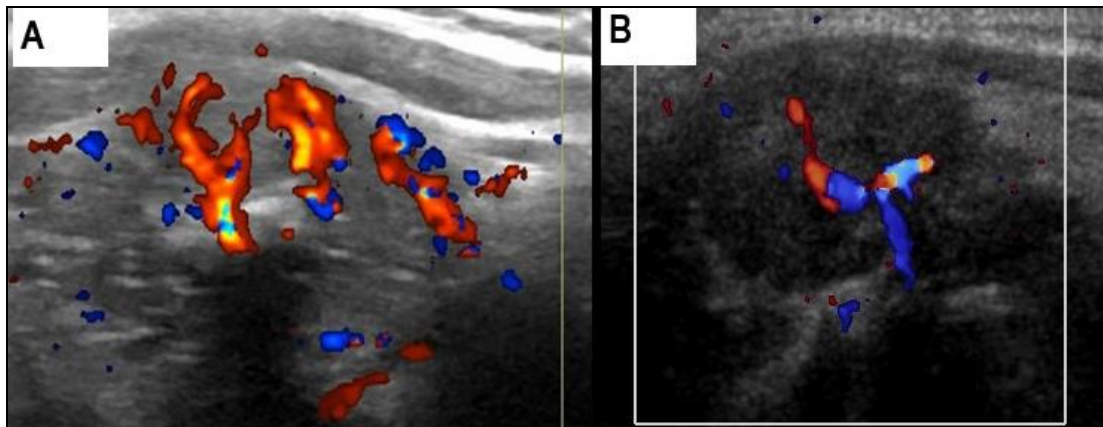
a) padrão de vascularização predominantemente central ao Doppler. b) padrão de vascularização exclusivamente central ao Doppler
